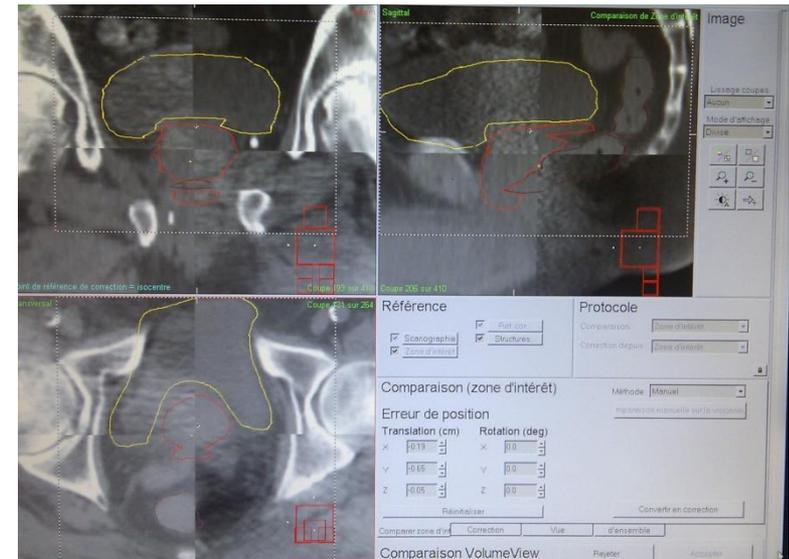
Recalage CBCT/CT sur XVI®
